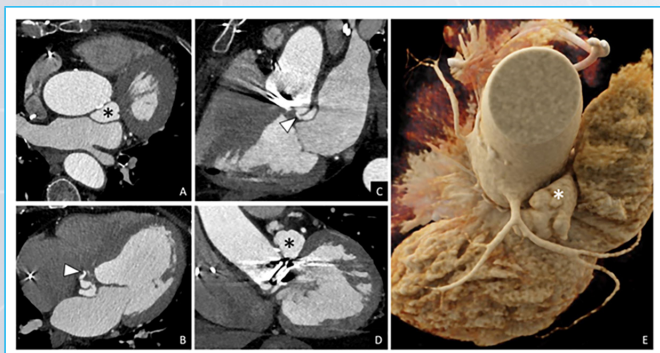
Tomografía computarizada cardíaca: imágenes axiales (A y B); reconstrucción sagital oblicua (C); reconstrucción coronal (D); reconstrucción tridimensional cinemática (E). El estudio puso de manifiesto un pseudoaneurisma (*) que se originaba por debajo de la prótesis valvular (puntas de flecha en B y C). En su origen el pseudoaneurisma presentaba un cuello muy estrecho (3 mm de diámetro), y se extendía a lo largo de la cara lateral y en sentido anterior hasta casi contactar con la arteria coronaria izquierda.
